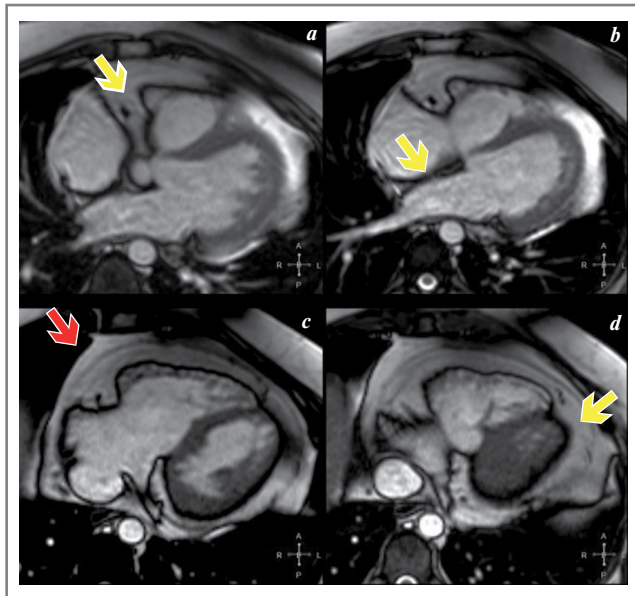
МРТ сердца, импульсная последовательность TRUFI, поперечная плоскость. Стрелки указывают на жировую клетчатку, желтые – расположенные эпикардially, в том числе в области межпредсердной перегородки, красная – расположенную паракардially.
